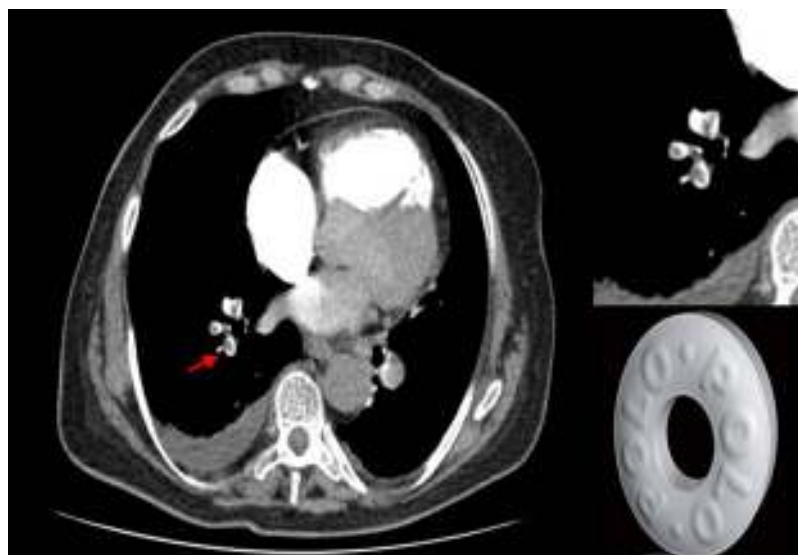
Paciente de sexo masculino de 50 años de edad con antecedentes de fractura de fémur y disnea. La tomografía computada con contraste endovenoso, en corte axial, evidencia trombosis parcial de las ramas segmentarias de la arteria pulmonar derecha. El defecto de relleno en el centro del vaso, rodeado del contraste endovenoso, conforma el signo de Polo *mint* (flecha). Se muestra la pastilla a la que se debe su nombre.
